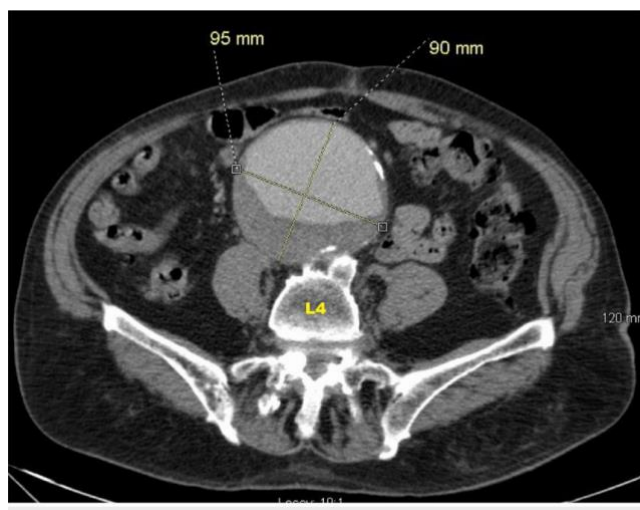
Das Bild zeigt die axiale CT-Rekonstruktion eines AAA (12).
